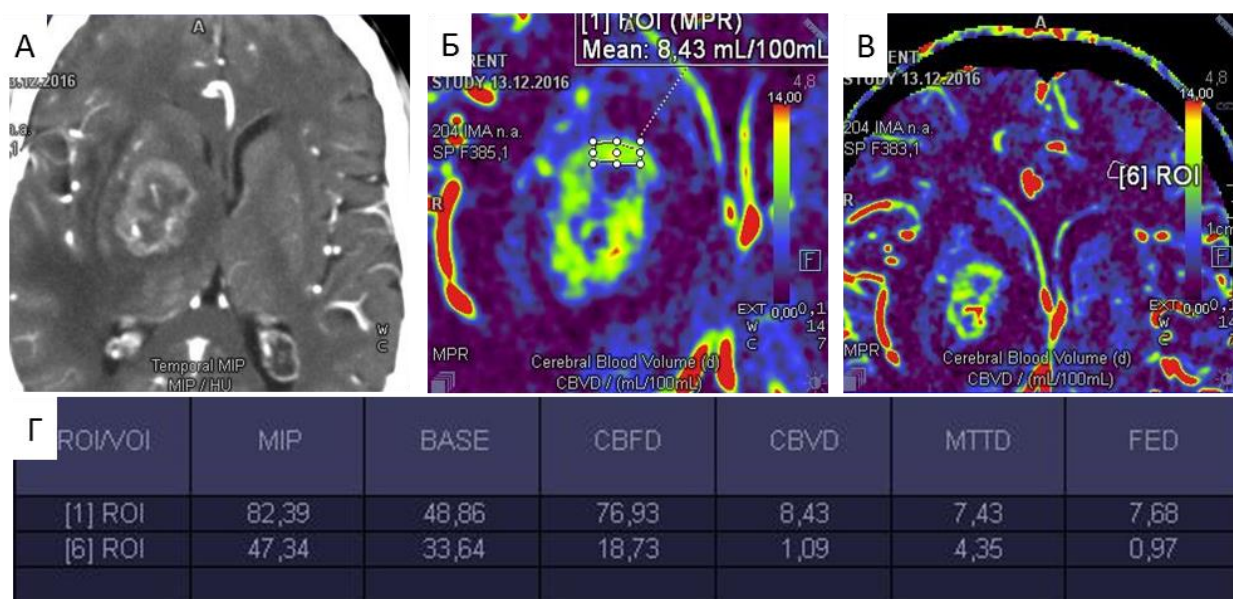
Пример выбора участка опухоли для оценки показателей перфузии. MIP-изображение (А), CBV-перфузионные карты с указанием зон измерений в солидном компоненте опухоли (Б) и белом веществе контралатеральной стороны (В). Таблица с количественными результатами КТ-перфузии (Г)
